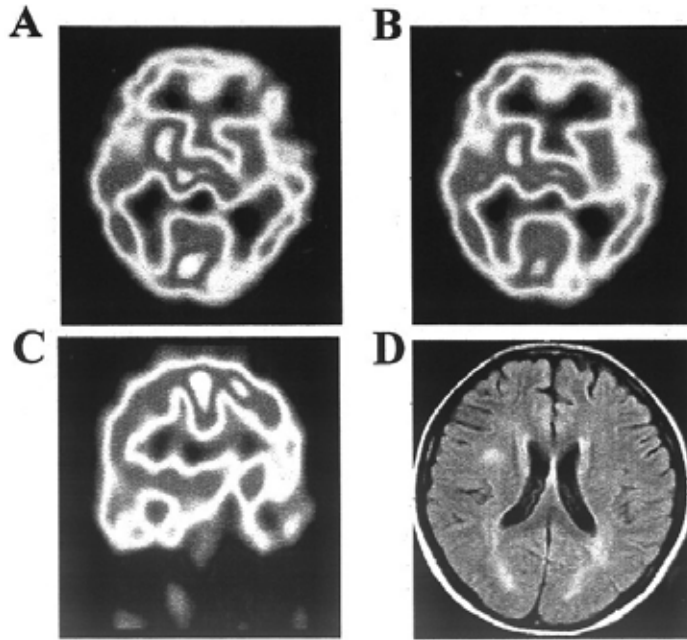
Brain SPECT(A-C) and T₂-weighted MRI(D) in a 11 year-old male who had drowsiness and seizure after measles. (A-C) There is hypoperfusion on both frontotemporoparietal lobe and left thalamus. (D) There is no abnormal signal intensity.
